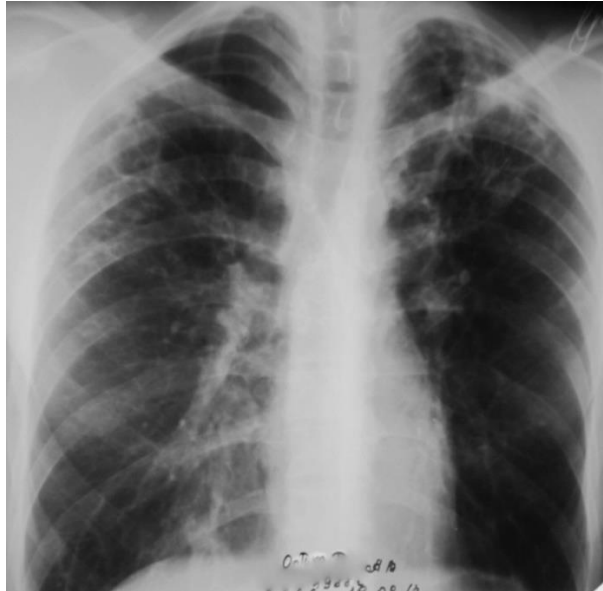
Обзорная рентгенография пациента С. до операции. В обоих легких отмечаются фиброзные каверны с очагами диссеминации
